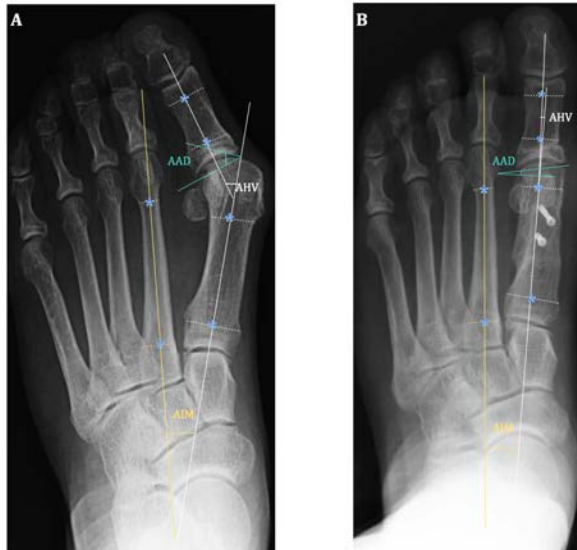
Mediciones angulares (AHV, AIM y AAD) en una radiografía en carga AP del pie. (A) Radiografía preoperatoria. (B) Radiografía al final del seguimiento. (Elaboración propia)
